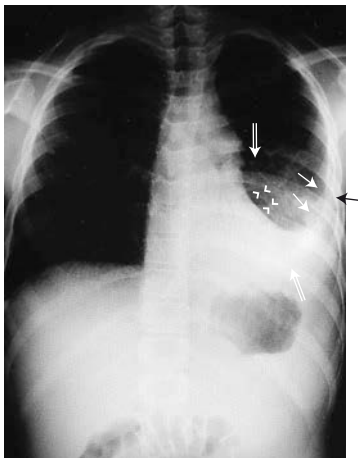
• Röntgen-Thorax bei Pleuropneumonie des linken Unterlappens (\Rightarrow), milchige Strahlentransparenzminderung mit vorhandenem Luftbronchogramm ($> <$) mit sekundärem Begleiterrguss (sehr dichte, scharf begrenzte Verschattung supradiaphragmal links mit bogiger, nach kranial konkave Begrenzung \rightarrow) und reaktiver rechtskonvexer Wirbelsäulenschonhaltung (Skoliose)
